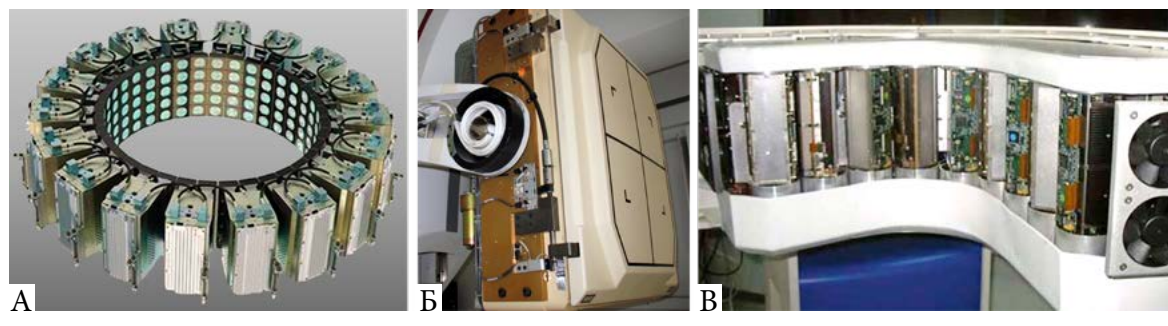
Детектирующая система ПЭТ (А), ОЭКТ традиционной конструкции (Б), ОЭКТ на базе CZT-детекторов (В)
